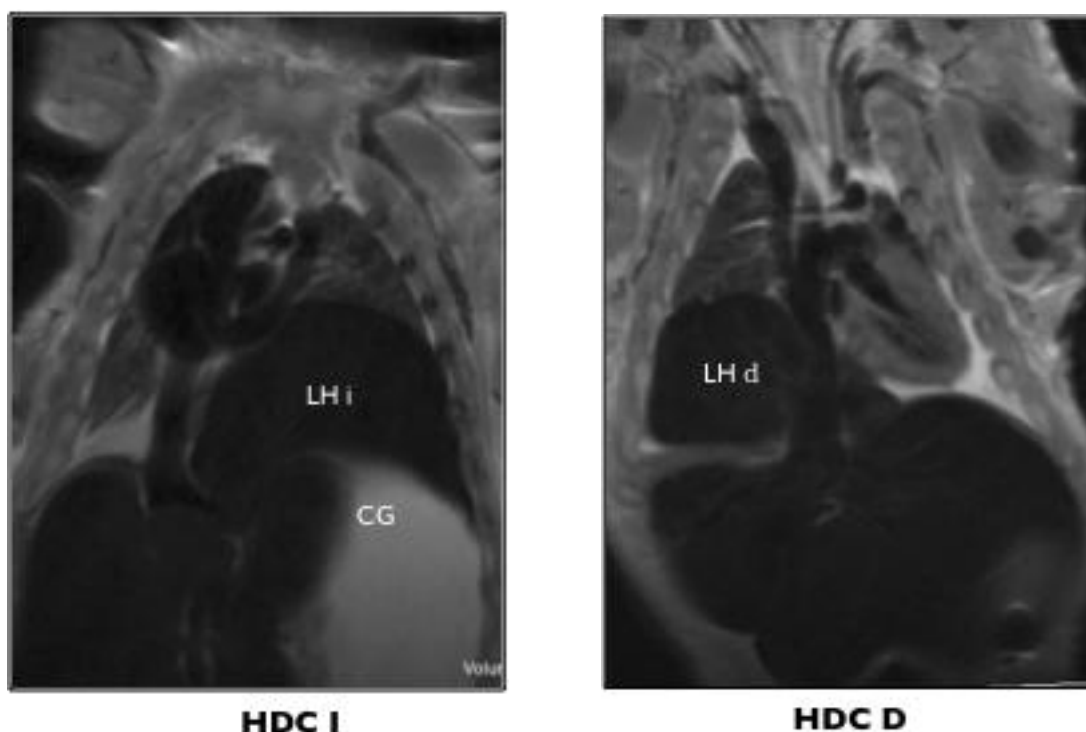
Imágenes de RM de dos fetos con HDC obtenidas mediante secuencias coronales rápidas spin eco (SE) con TR largo y TE corto. En la imagen de la izquierda se observa una hernia diafragmática izquierda (HDC I) con herniación de hígado y estómago en la cavidad torácica. En la imagen de la derecha se confirma la presencia de una HDC derecha en la que se ha producido herniación del lóbulo hepático derecho. LH i: lóbulo hepático izquierdo; CG: cámara gástrica; LH d: lóbulo hepático derecho.
